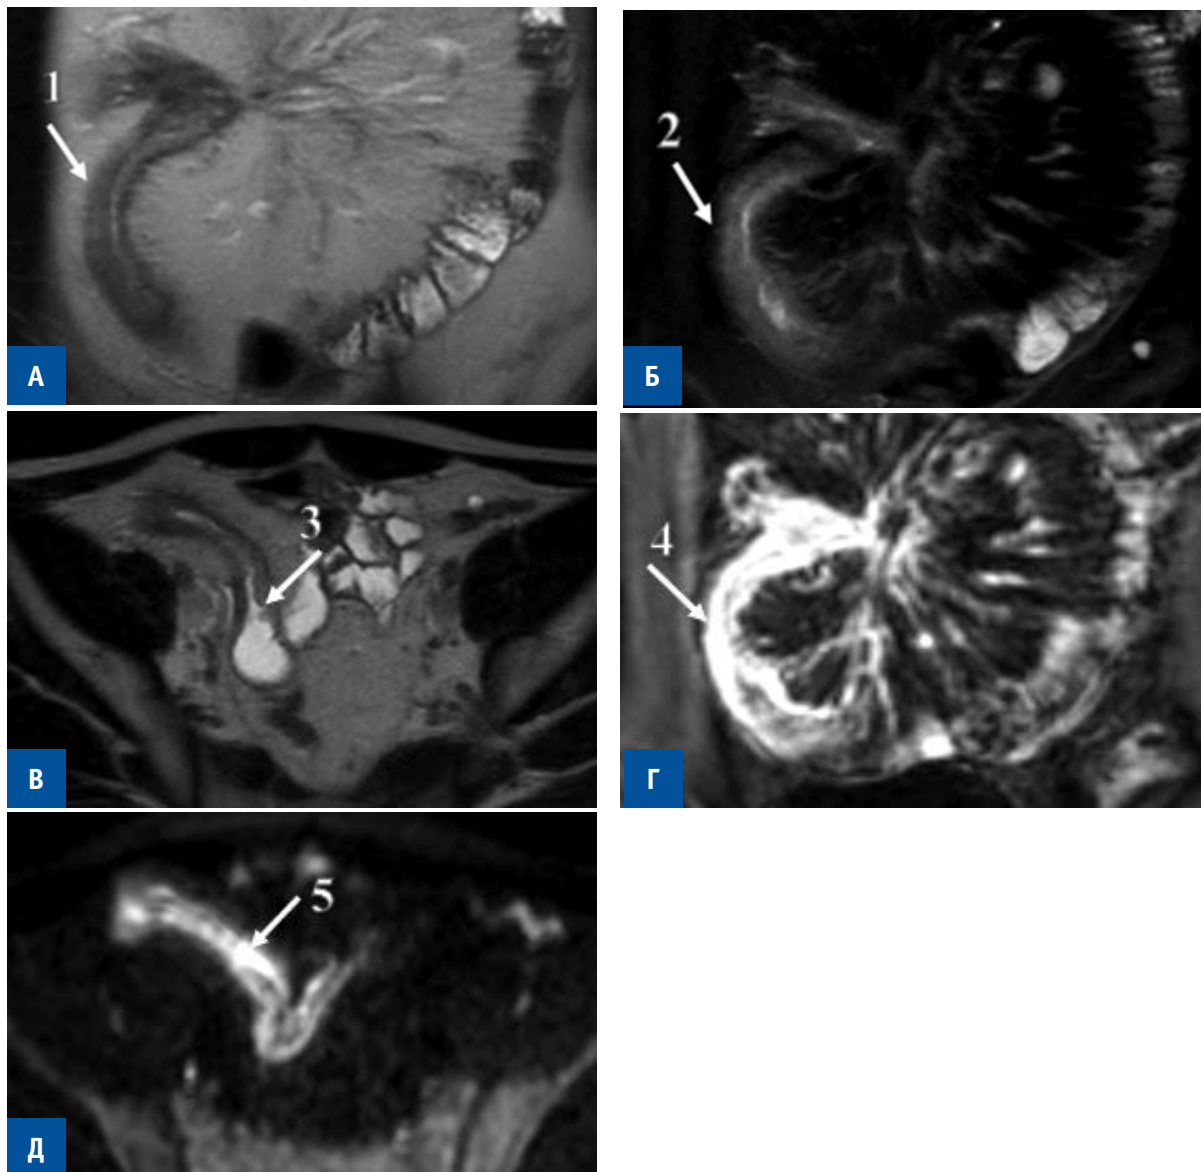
МРЭ. Болезнь Крона в форме илеита. А — T2-взвешенное изображение, коронарный срез; Б — T2-взвешенное изображение с жироподавлением, коронарный срез; В — T2-взвешенное изображение, аксиальный срез; Г — T1-взвешенное изображение с в/в контрастированием, коронарный срез; Д — диффузионно-взвешенное изображение, аксиальный срез. 1 — утолщение кишечной стенки, 2 — отек подслизистого слоя, 3 — язвенный дефект, 4 — трансмуральное накопление контрастного вещества, 5 — ограничение диффузии от стенки кишки.
